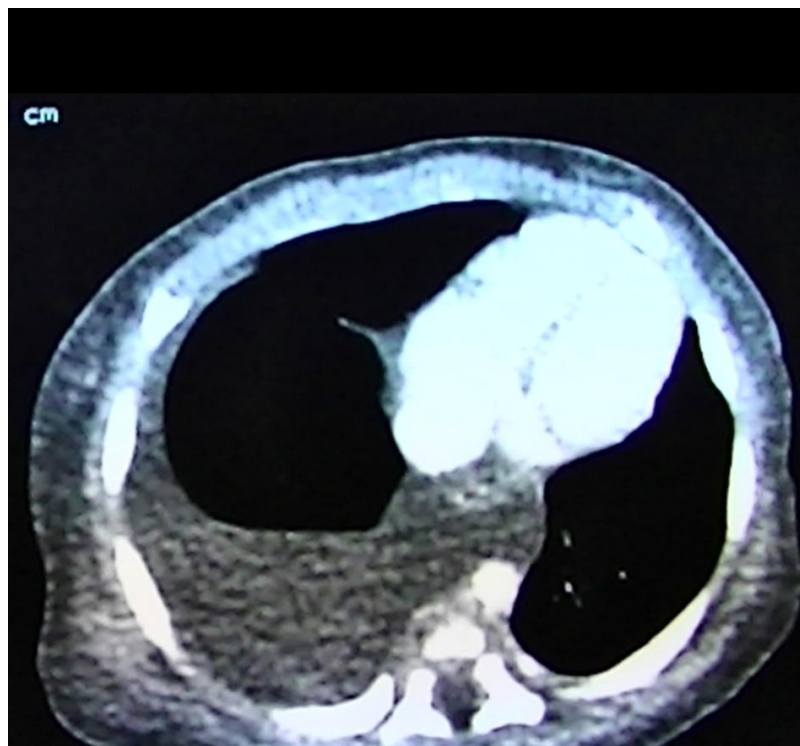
Tomodensitométrie (TDM) thoracique : épanchement pleural droit.
